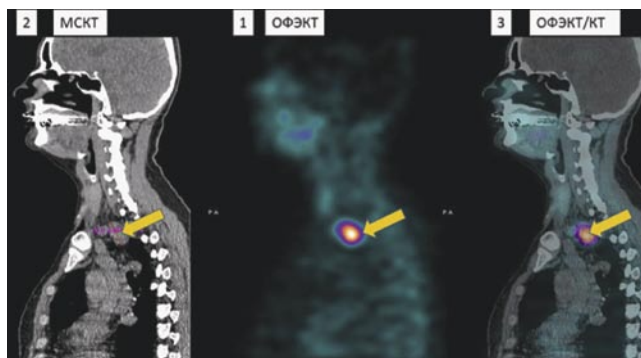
Однофотонная эмиссионная компьютерная томография пациента с первичным гиперпаратиреозом. Аденома околощитовидной железы указана стрелкой. (2 — МСКТ, 1 — ОФЭКТ, 3 — совмещенное изображение ОФЭКТ/КТ).
